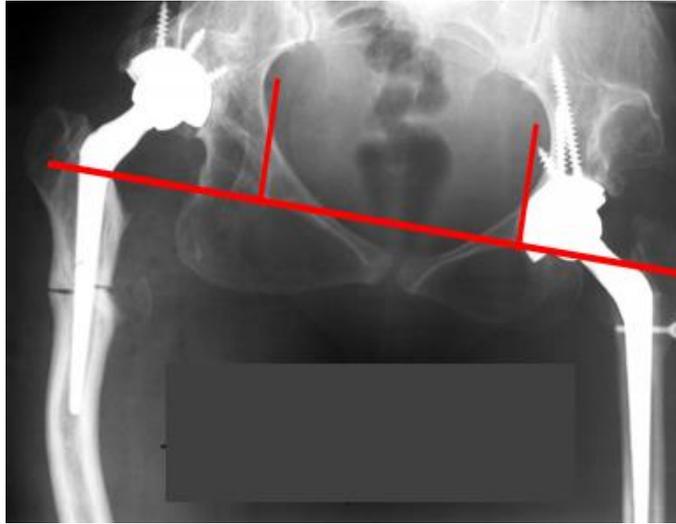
Рентгенограмма таза после операции: длина конечностей одинаковая, варусная деформация правой бедренной кости 10° , центр ротации справа смещен на 3,5 см вверх и на 5 см кнаружи
